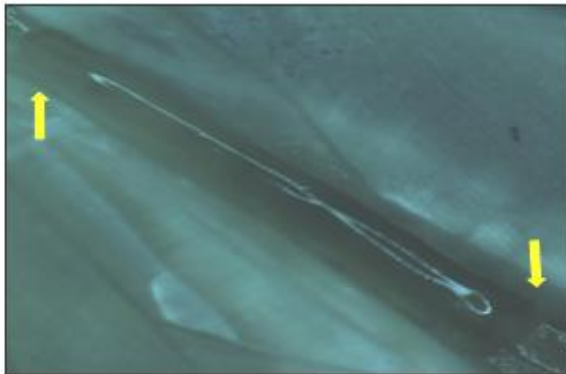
Pasif ultrasonik aktivasyonda QMix alt grubuna ait skor-0 stereomikroskop görüntüsü
